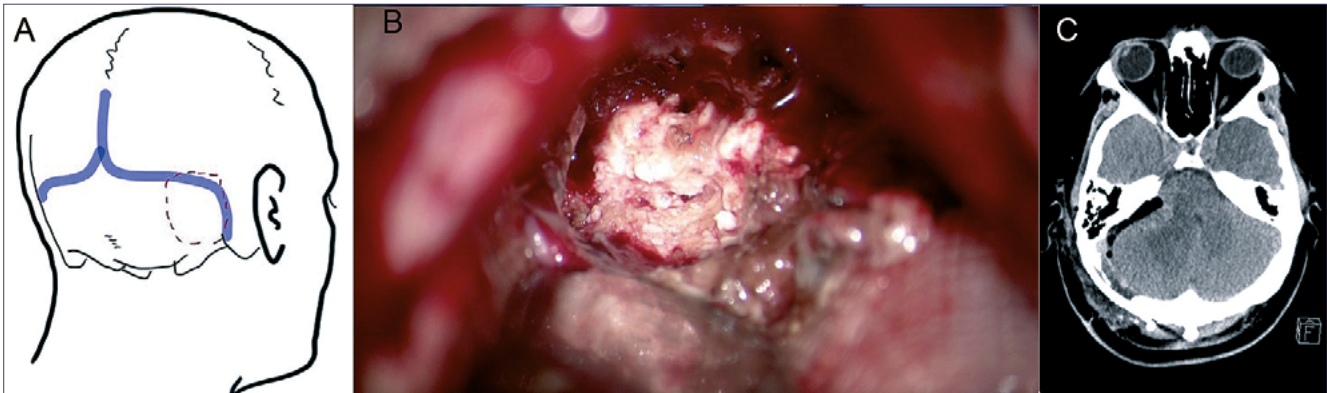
A) Abordaje retrosigmoideo; B) CAPNON intraoperatorio; C) TC postoperatorio.
